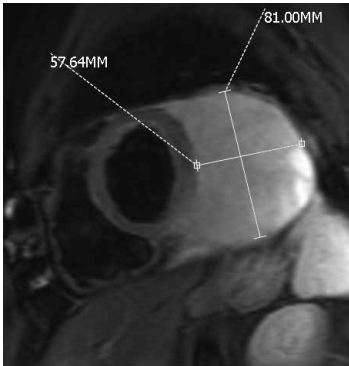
MRI(2014年1月)显示AHCC和Selol治疗后肿瘤缩小。
